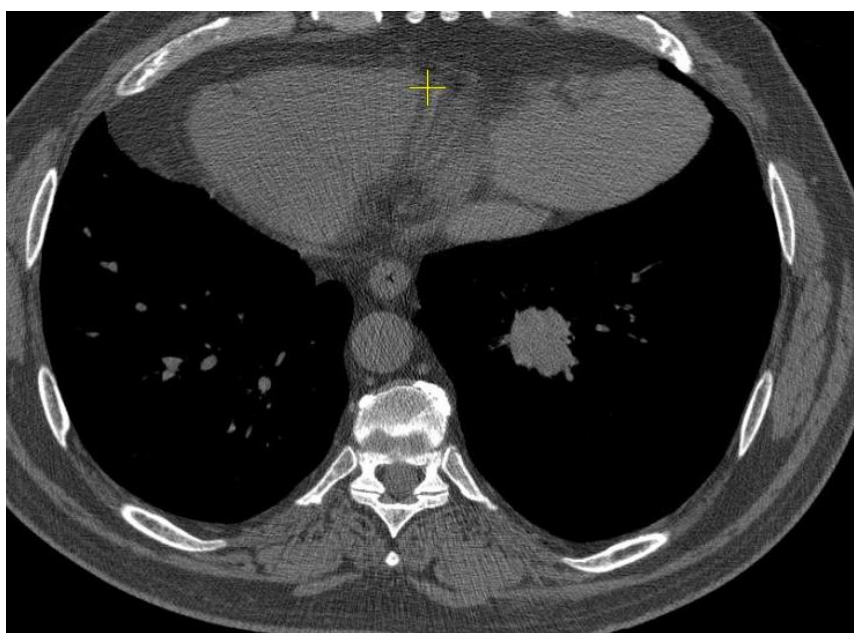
Аденокарцинома 10 сегмента левого легкого, КТ, аксиальный срез, нативное исследование.
